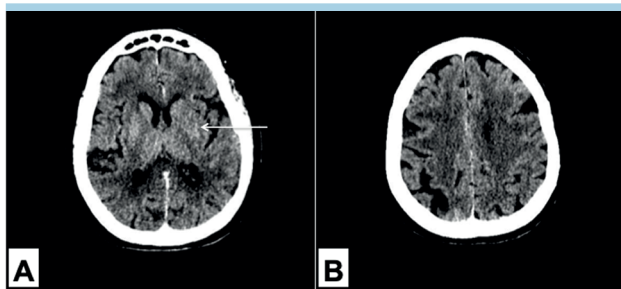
Caso 2. Paziente con ipodensità del nucleo lenticolare sinistro (freccia) a una tomografia computerizzata eseguita prima della procedura endovascolare per occlusione dell'arteria cerebrale media sinistra. In (A) e (B) sono mostrati i piani assiali rispettivamente a livello dei nuclei della base e dei tetti dei ventricoli laterali, normalmente utilizzati per valutare i 10 territori della scala ASPECTS. In questo caso particolare, ASPECTS = 9 perché un solo territorio presenta segni di ischemia acuta.
